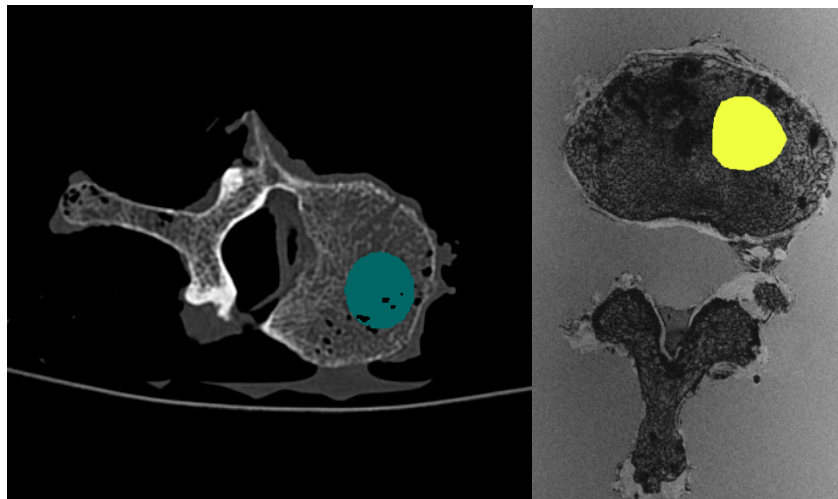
Example of VOI in CT Scan, and ROI in MRI
